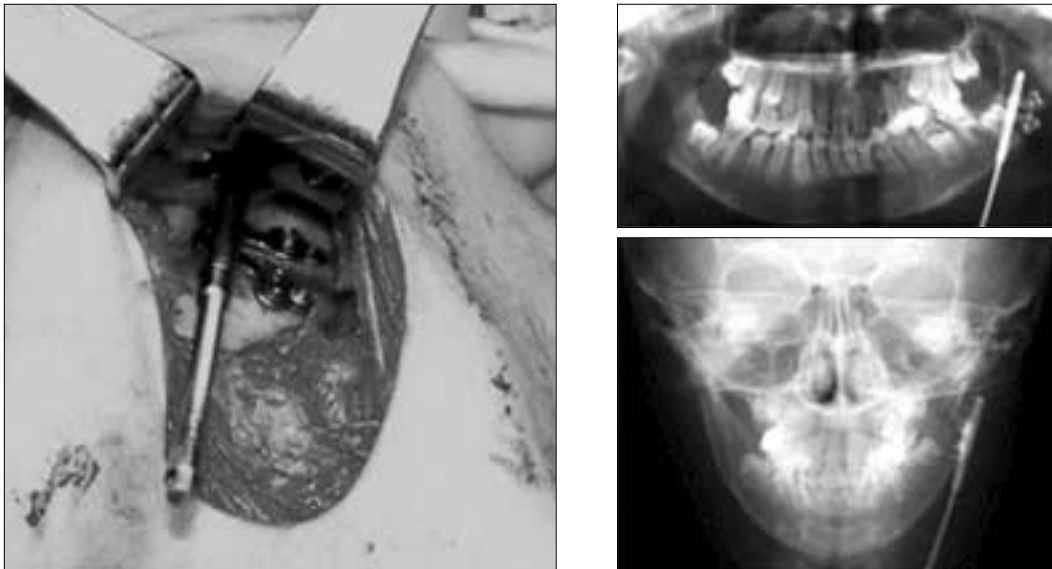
Intraoperative finding & immediate postoperative radiographic finding.
